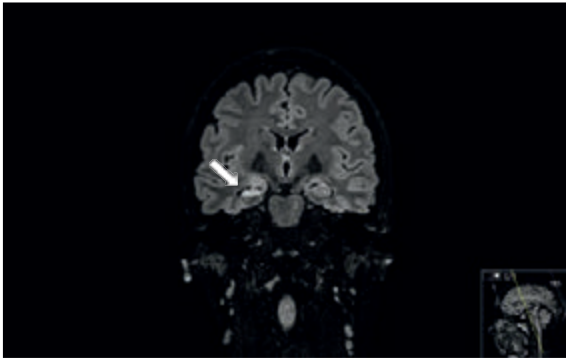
RMN craniana - FLAIR - Diagnóstico de esclerose mesial direita (seta), interessando todos os segmentos da formação hipocâmpica e manifestando-se por atrofia e hiperintensidade, com menor definição da estrutura interna e perda das digitações intra-ventriculares da cabeça do hipocampo.
